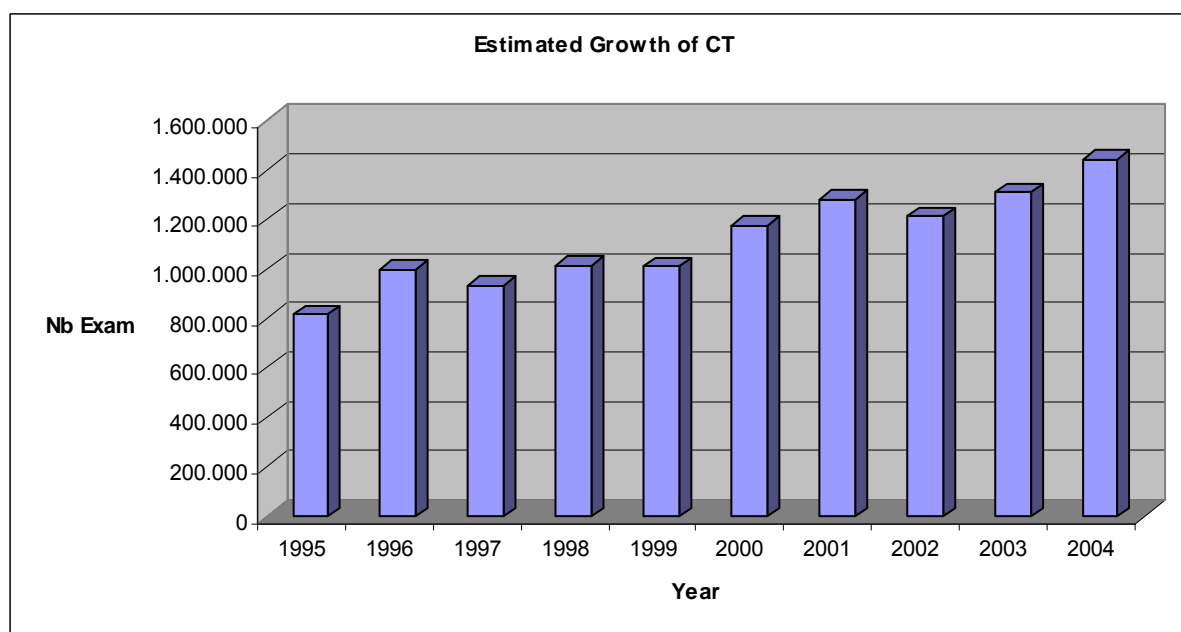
Estimation de l'évolution des examens CT Scanner 1995-2004 (données nomenclature INAMI corrigées)
